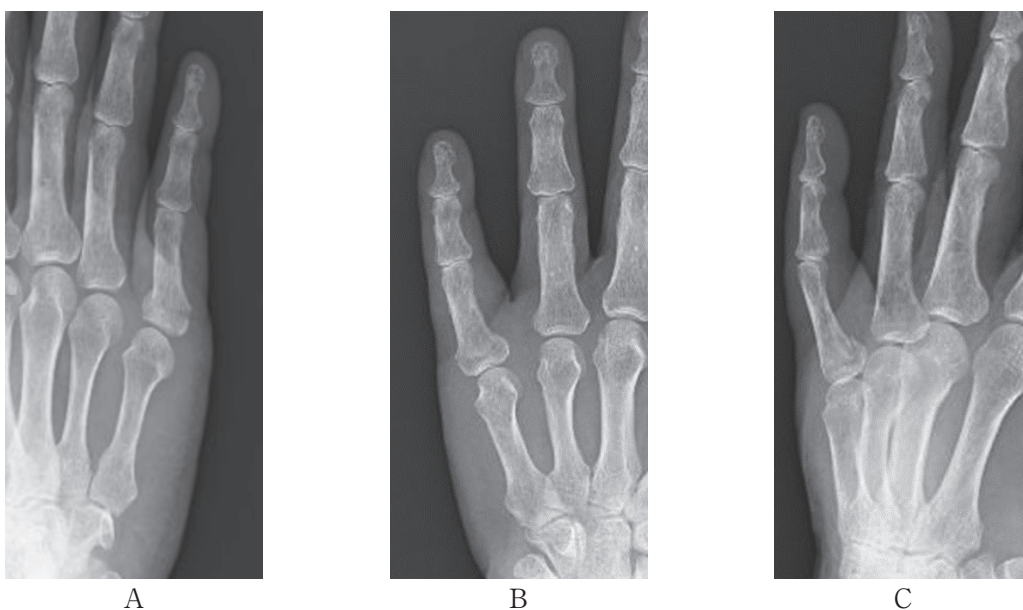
症例2 初診時単純X線像. 正面 (A,B), 斜位 (C)
